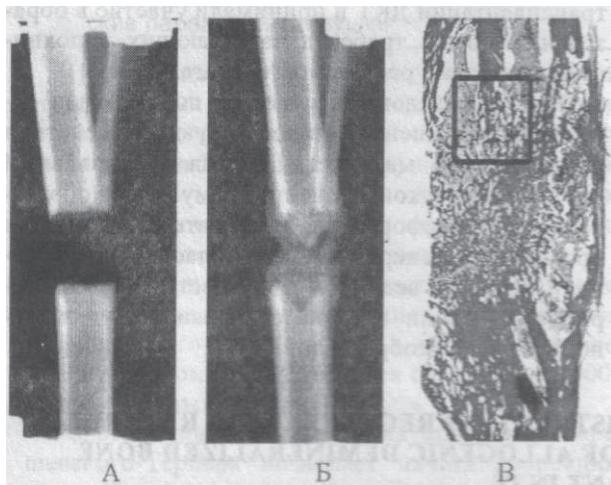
Рентгенограммы костей голени кролика. А - конец дистракции (№257); Б - 10 суток фиксации (№254); В - гистотопограмма дистракционного регенерата голени кролика №252 на 10 сутки периода фиксации. Окраска по Ван-Гизону. Ув.4.
